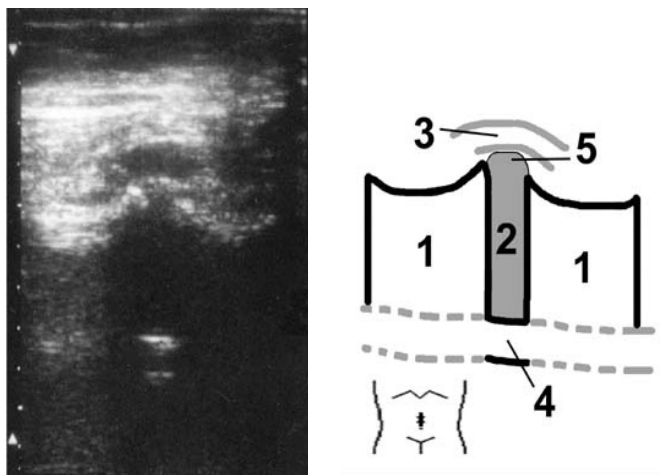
Диффузная протрузия МПД L₄-L₅ (продольное сканирование). 1 — тела позвонков, 2 — межпозвоночный диск, 3 — оболочки подвздошные артерии, 4 — спинномозговой канал, 5 — протрузия
